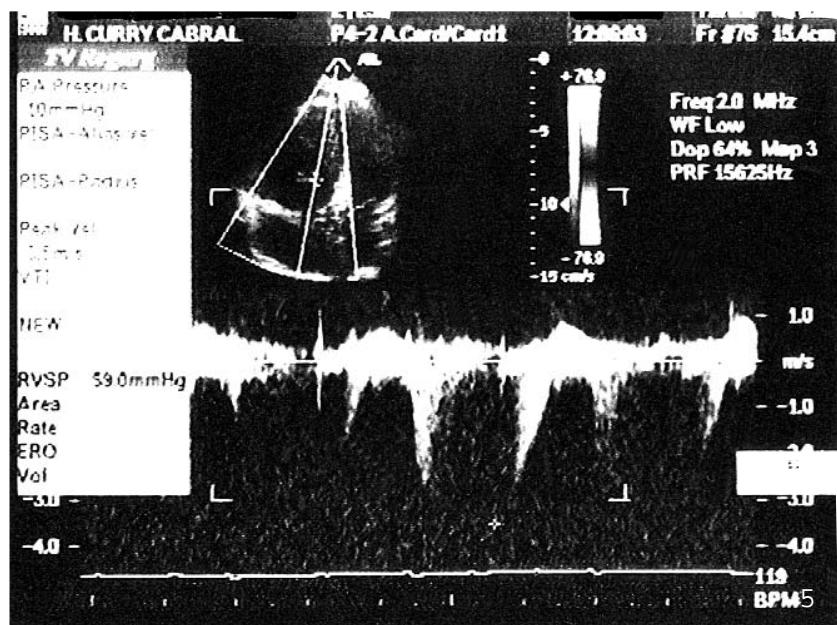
Hipertensão pulmonar aos oito dias de heparina, com uma dilatação das cavidades direitas maior que no ecocardiograma de entrada.
